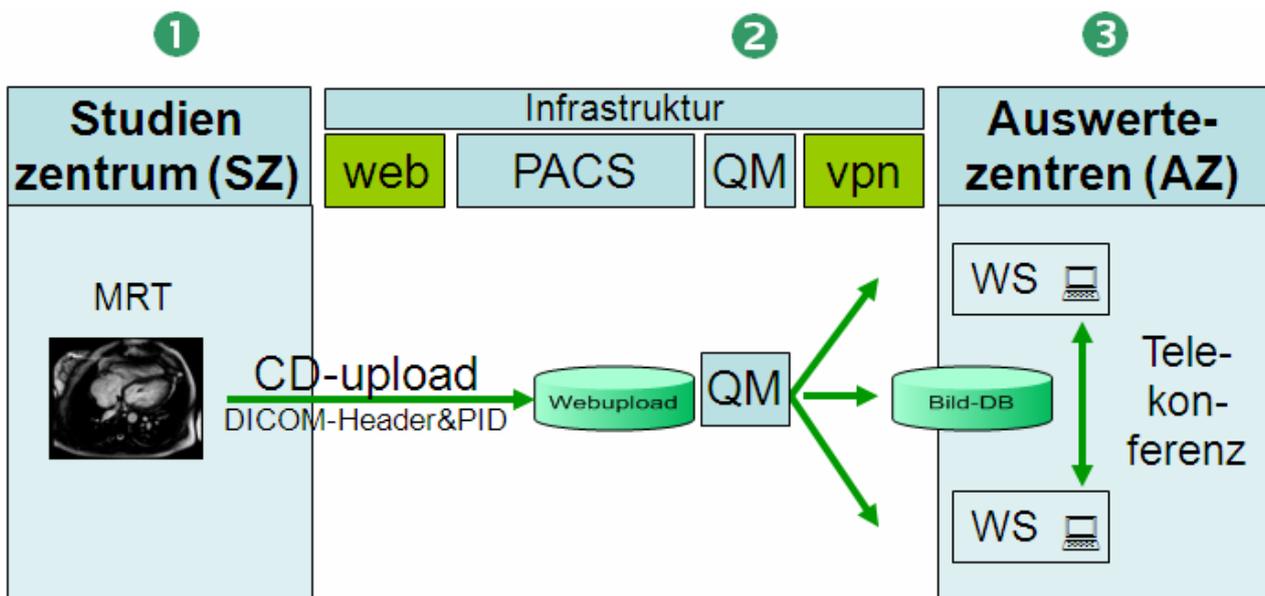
Bilddatenbank im Kompetenznetz AHF: ① CD-upload vom Studien-Zentrum (SZ), ② Qualitätsmanagement (QM) und Bild-Versand im VPN per DICOM SCU zur ③ MRT-Auswertung (Workstation, WS) in zwei Auswertezentren und zur qualitätsgesicherten Bild-Datenbank.
